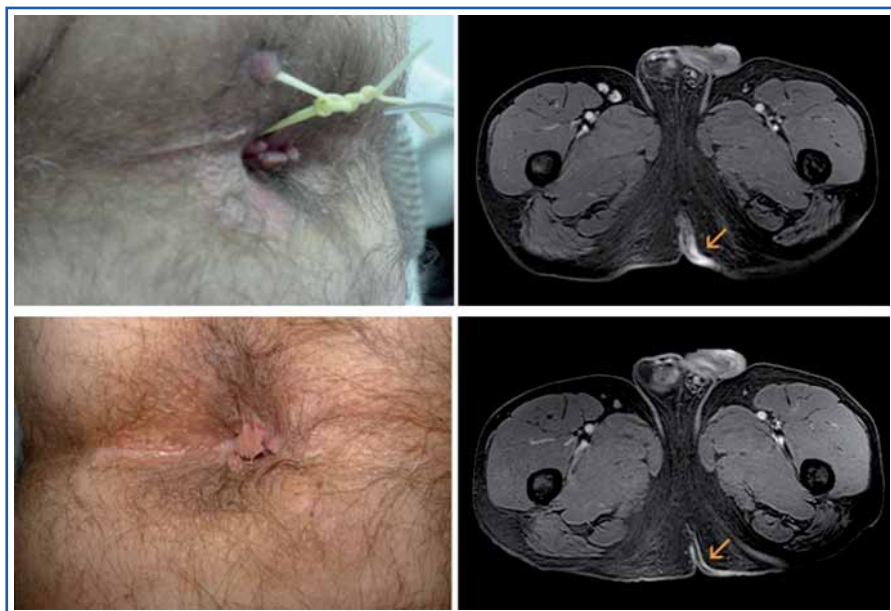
La utilización de estudios de imagen (RM, EE) al diagnóstico y en el seguimiento de la enfermedad fistulosa perianal facilita la toma de decisiones consiguiendo unos mejores índices de cicatrización a corto y largo plazo. No es recomendable la retirada del seton hasta observar desaparición de actividad en RM, considerando cierre fistuloso como ausencia de drenaje y de actividad en RM.
